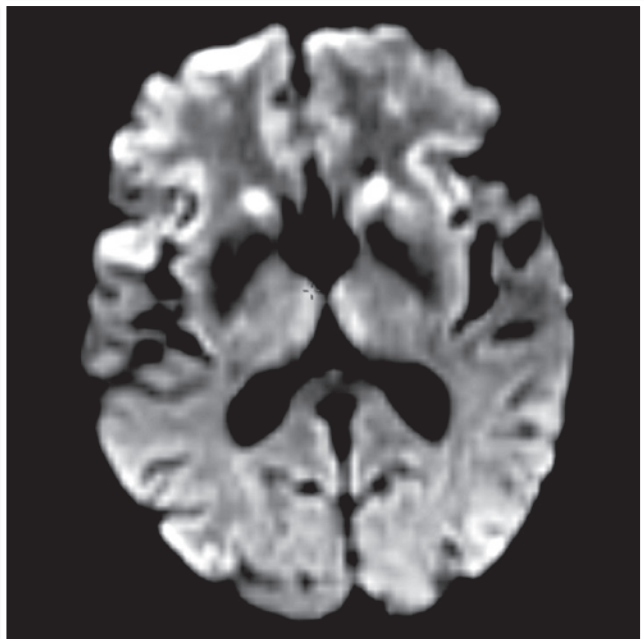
Ressonância magnética de crânio, ponderada na sequência de difusão (DWI), evidenciando sinais de hiperintensidade nos núcleos caudados e tálamos, bilateralmente.
